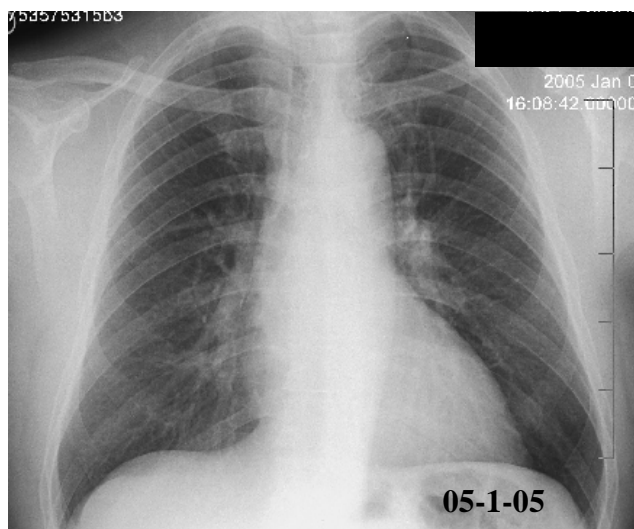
Radiografías de tórax, previa y posterior.
